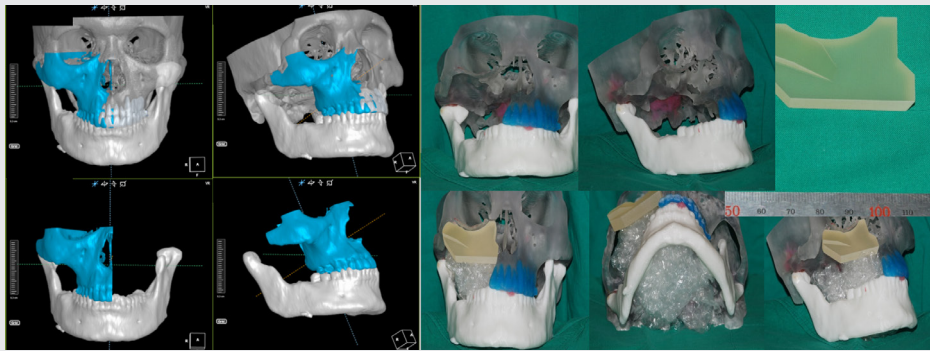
3D CT image processing 은 광범위한 상악골 결손의 재건에서 치료 계획 수립과 구체적인 수술 계획 구현에 관한 체계적인 시스템을 제공할 수 있다. (A-view system)
